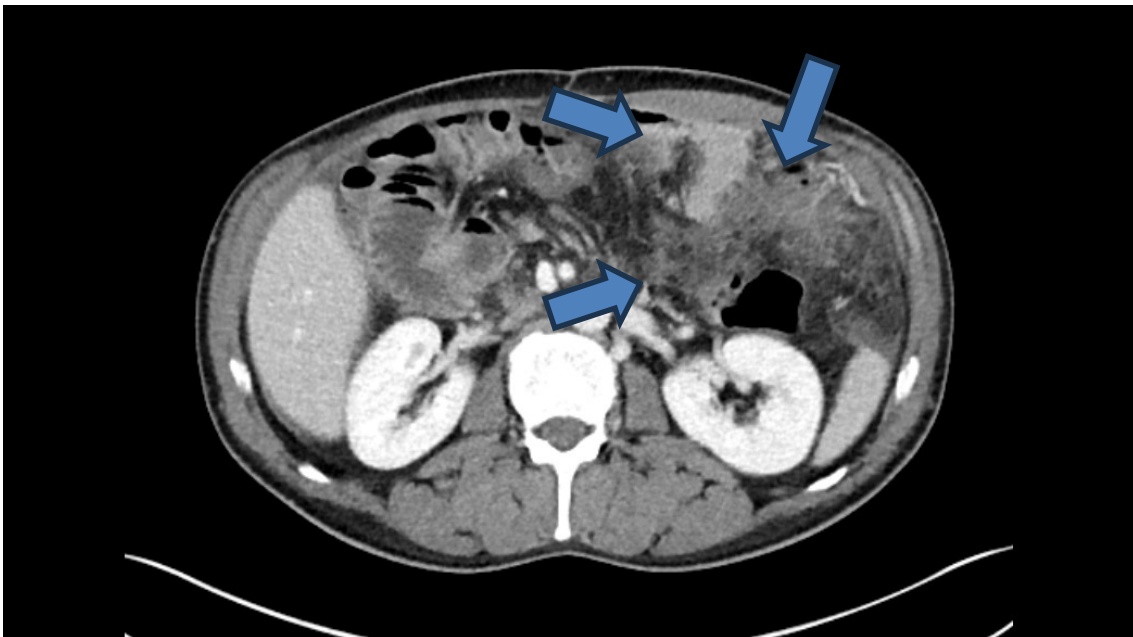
CT Bild in der Longitudinalebene auf Höhe des Nierenhilus mit ausgeprägter PC eines Patienten mit einem Kolonkarzinom, PC mit Pfeilen markiert
